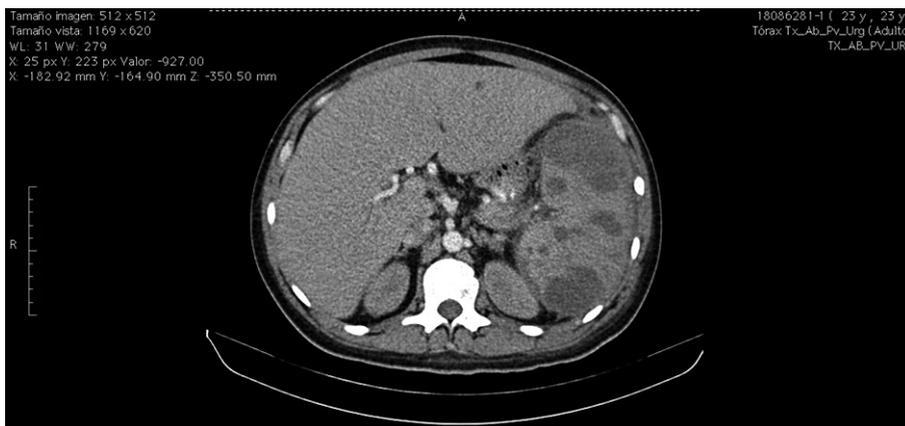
TC de abdomen con contraste iv, que muestra los abscesos esplénicos causados por *S. capitata*.
